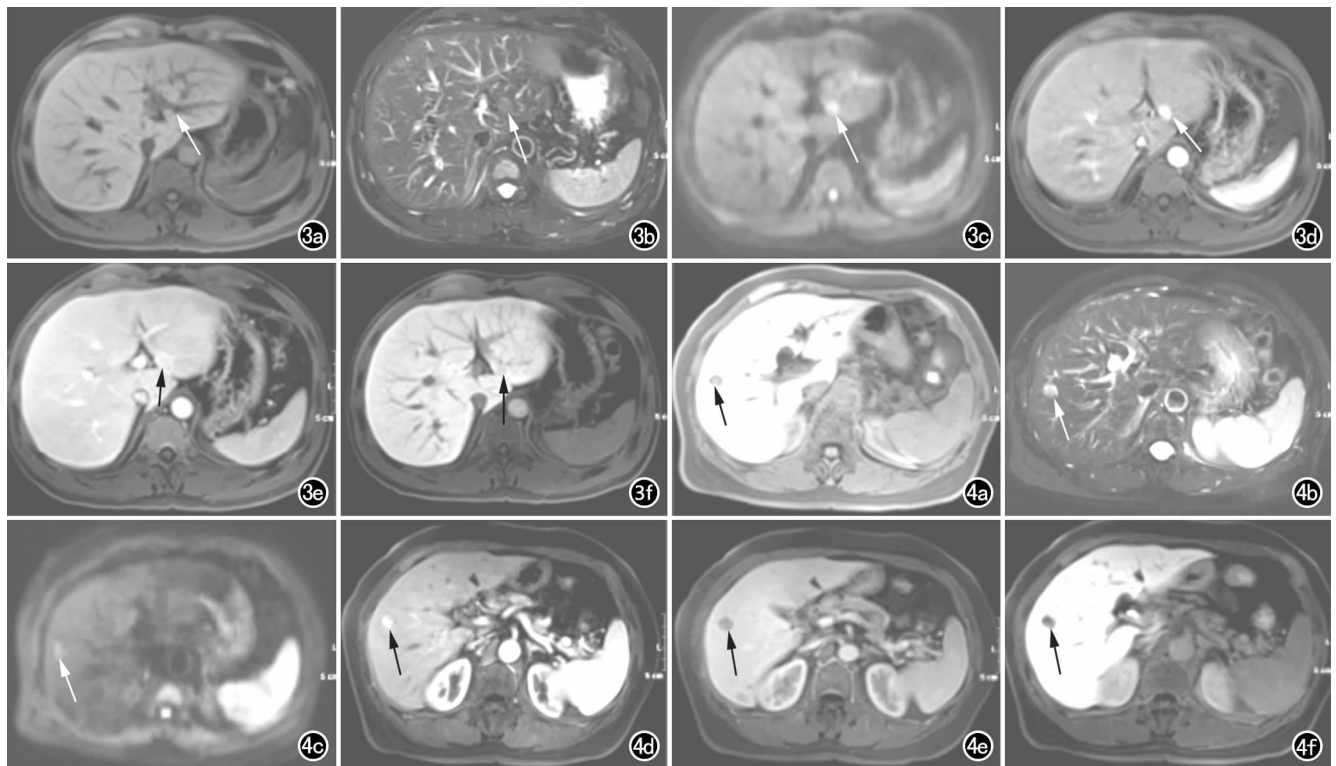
男,40 岁,肝左内叶包膜下 HA。a) T_1 WI 示肝左内叶包膜下一结节灶(箭),直径约 1cm,呈等、稍高信号,边界欠清; b) T_2 WI 示病灶呈略高信号(箭),边界尚清; c) DWI 示病灶呈高信号(箭); d) 增强扫描动脉期示病灶呈明显均匀中度异常强化(箭); e) 门脉期示病灶呈等、稍高信号,周边见环形包膜(箭); f) 肝胆特异期示病灶呈等、稍低信号(箭),边界欠清。
